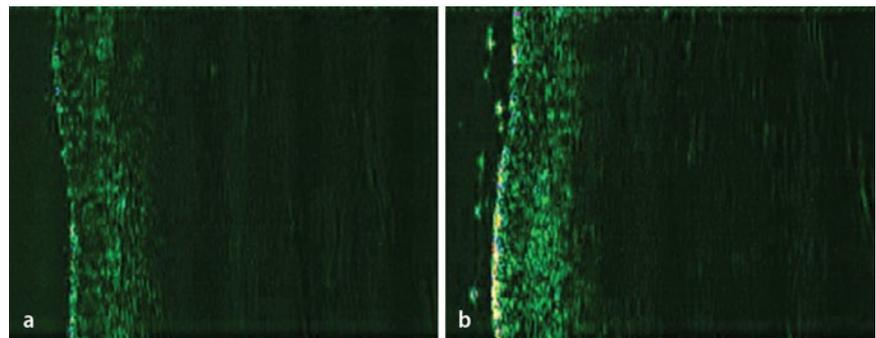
▲ 20-MHz-Sonographie a vor und b nach 8-wöchiger Behandlung mit einem Kupfertripeptid-haltigen Externum. (Aus [15])
